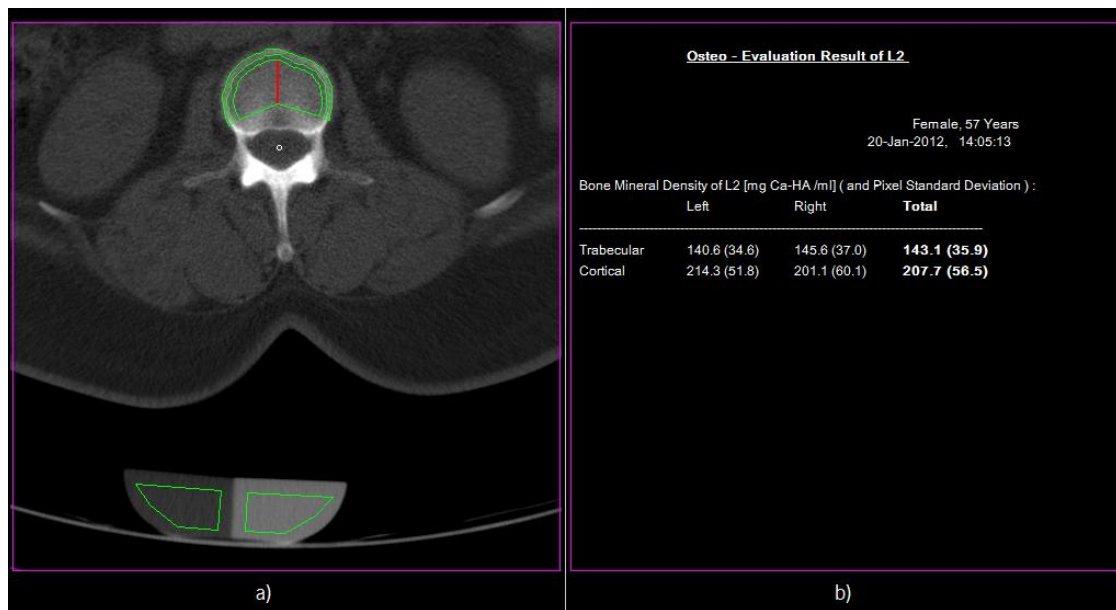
Resultado Osteo TC para a vértebra L2: a) definição das ROIs para o corpo vertebral e para o fantoma; b) densidade trabecular e cortical, definidas para o lado anatômico direito e esquerdo.
